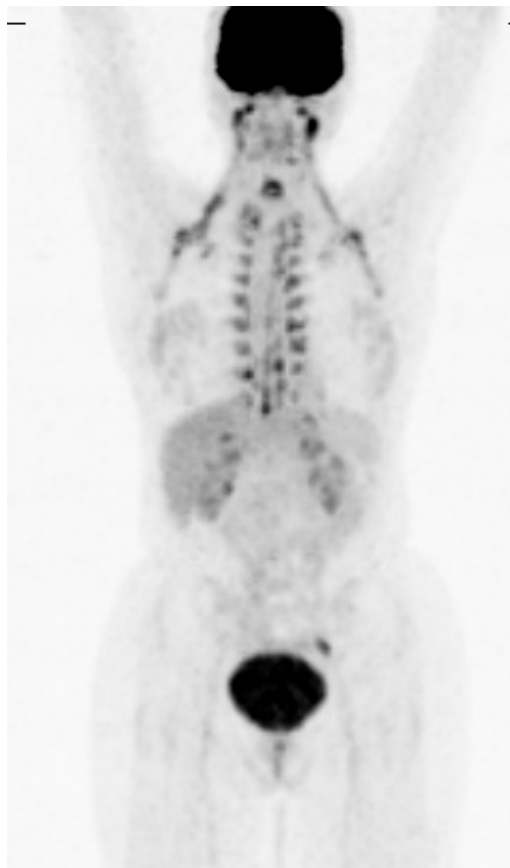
Beispiel für eine „benigne“ Speicherung von FDG im braunen Fettgewebe in der Frontalebene
